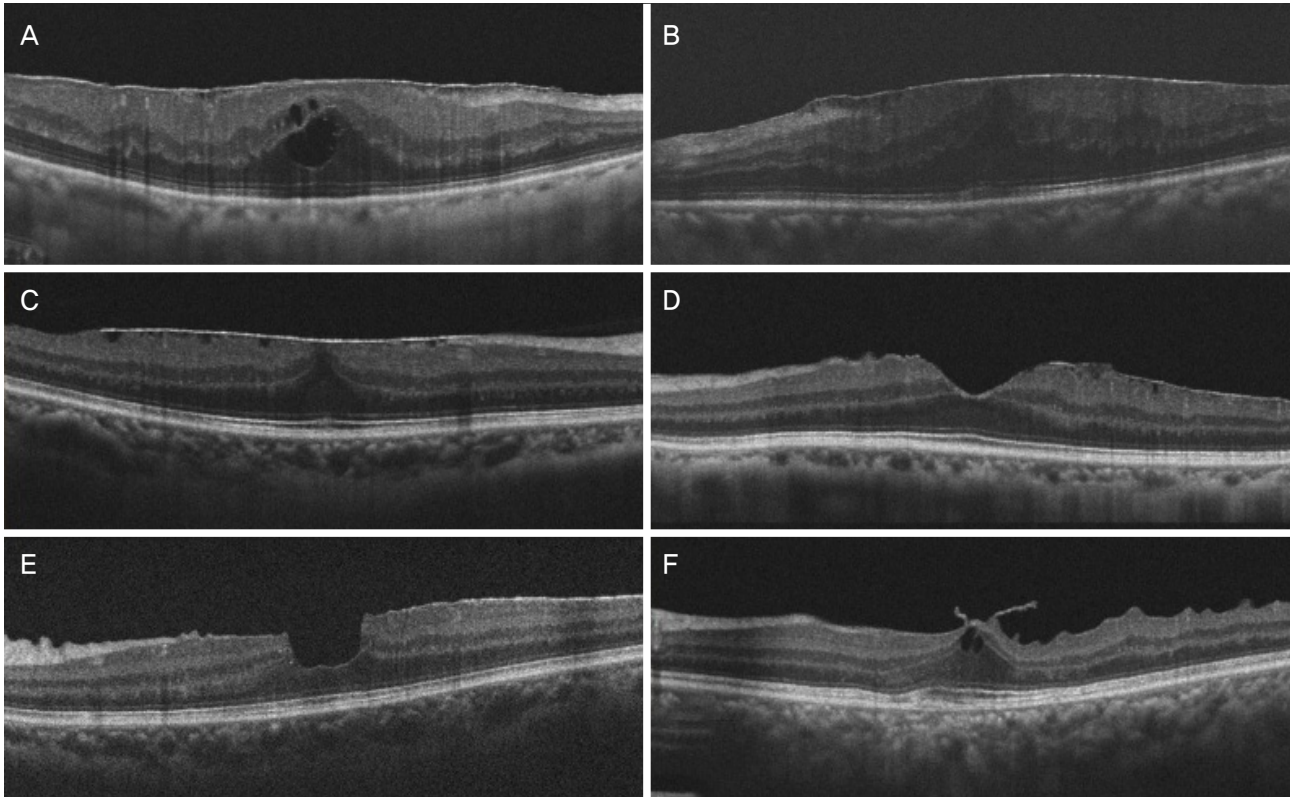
The type of epiretinal membrane in optical coherence tomography images. (A) The cystoid macular edema type shows globally adherent membrane and formation of intraretinal cystoid space. (B) The convex type shows globally adherent membrane and dome shaped retina due to diffuse thickening of neurosensory retina. (C) The flat type shows globally adherent membrane and flat foveal contour. (D) The normal type shows normal foveal contour. (E) The pseudolamellar hole type shows steepened foveal pit. (F) The vitreomacular traction type shows focal adherent membrane bridging between vitreous and retina.
